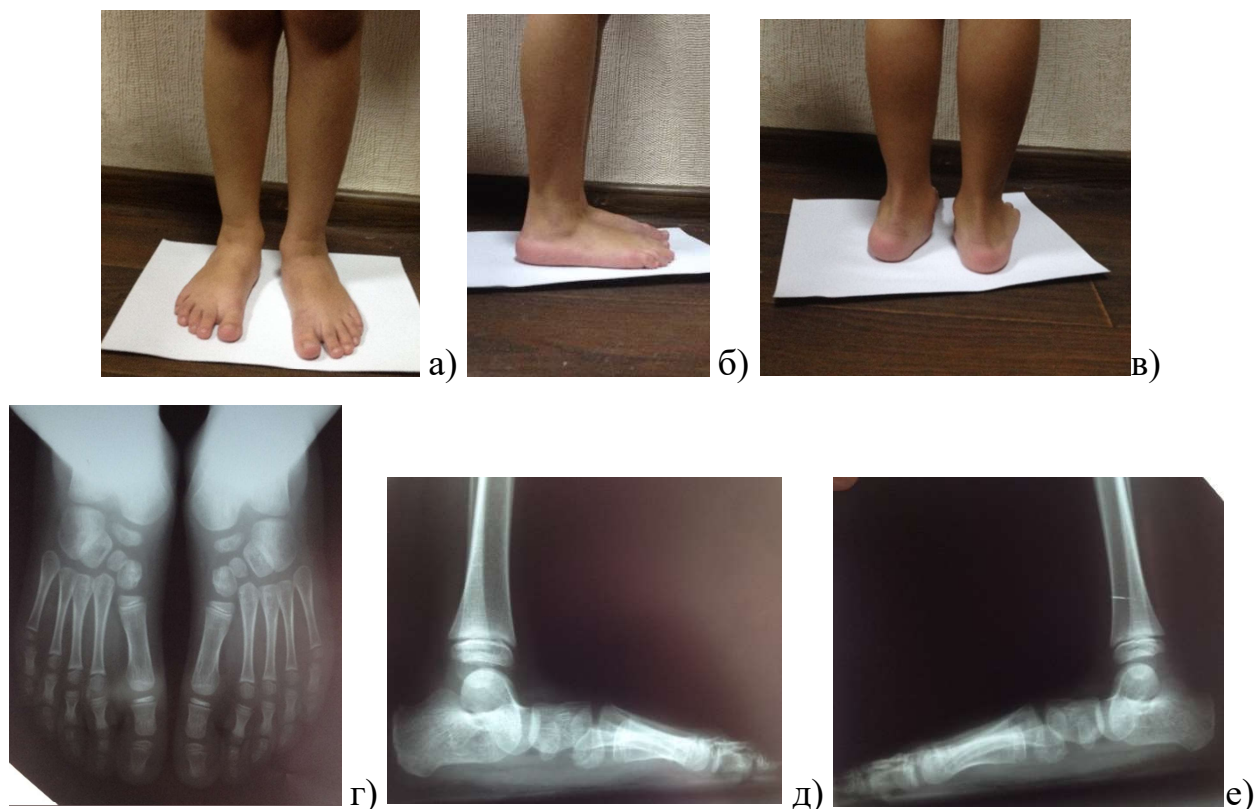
Клінічне спостереження. Пацієнка О., 5 років. Діагноз: синдром Елерса-Данлоса, гіпермобільний тип, плоско-вальгусна деформація стоп. Зовнішній вигляд стоп: а) вид стоп спереду; б) вид стоп збоку; в) вид стопи ззаду; г) рентгенографія стоп у аксіальній проекції; д) рентгенографія правої стопи у боковій проекції; е) рентгенографія лівої стопи у боковій проекції.
